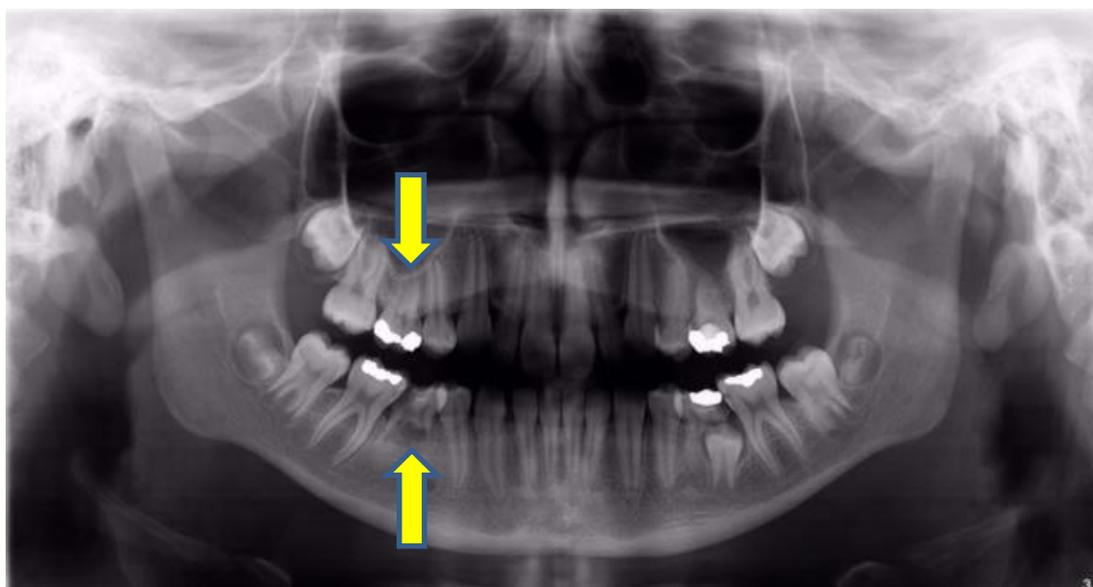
Radiografia de paciente portador de agenesia dos elementos 18, 15, 25, 28 e 45.
